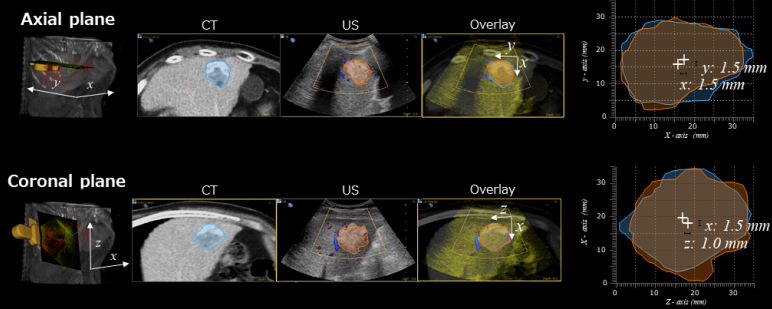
空間精度解析の方法。US、CTでそれぞれの腫瘍の輪郭をトレースし、xyz軸における中心座標の誤差を調べた。
